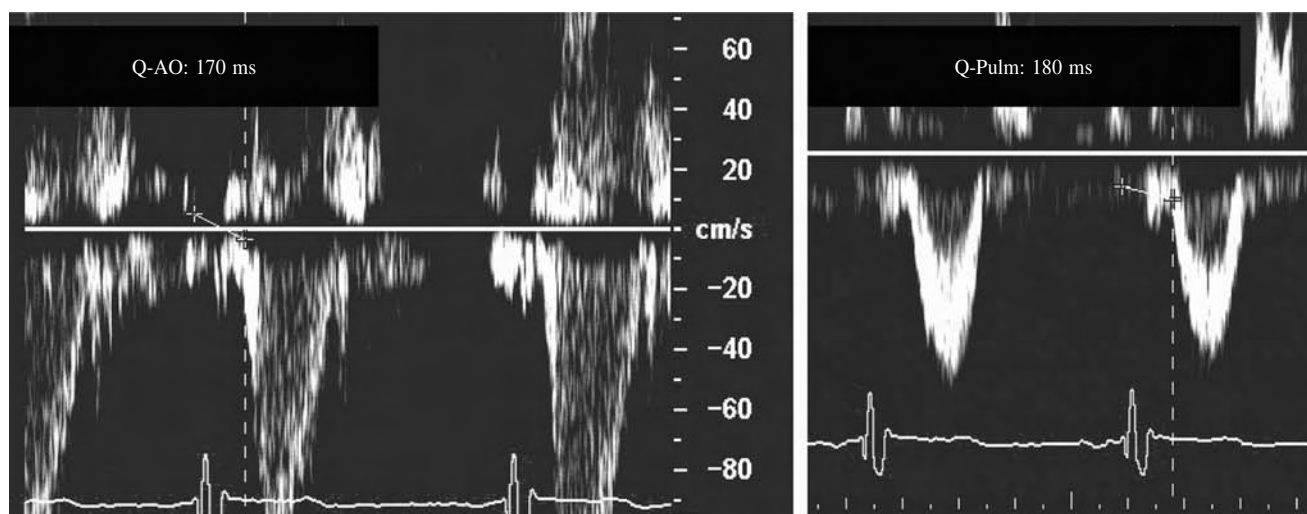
Doppler pulsado estimulando cara anterior de VI, muy similar al estudio basal.
